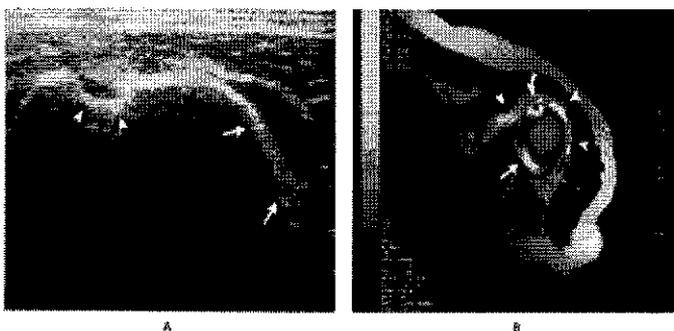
Se muestra un ultrasonido (USG) (A) y una imagen por resonancia magnética (IRM) (B) del hombro de un paciente con PMR. El USG muestra líquido dentro de la bursa subacromial (flechas) y alrededor del tendón largo del bíceps (puntas de flecha). En la IRM ponderada en T2 muestra bursitis subacromial y subdeltoidea (puntas de flecha) y derrame articular (flecha) (N Engl J Med 2002; 347: 265).
